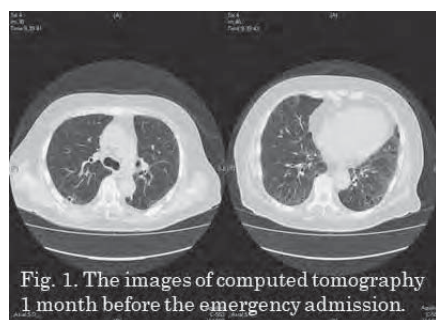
The images of computed tomography 1 month before the emergency admission.
